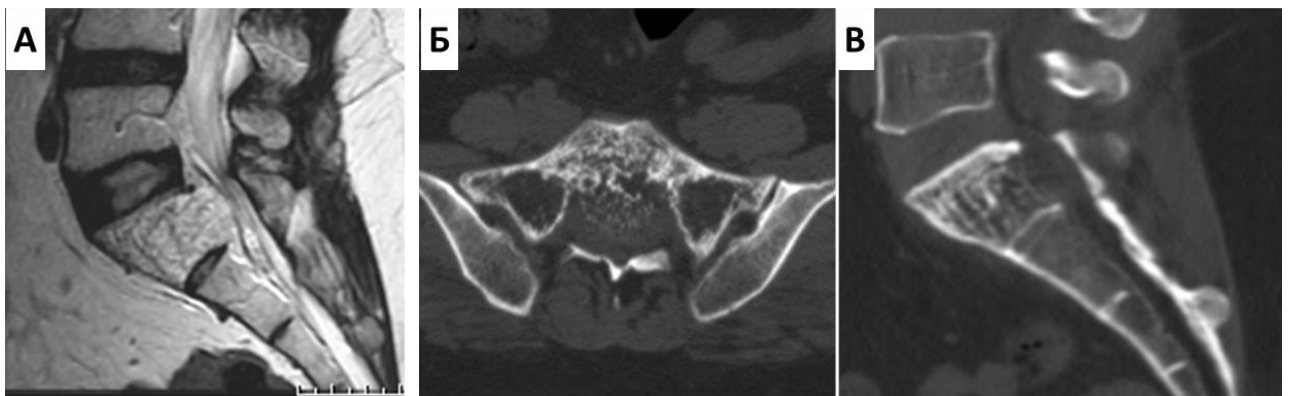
А – МРТ-скан S1 позвонка больной А. до операции;
